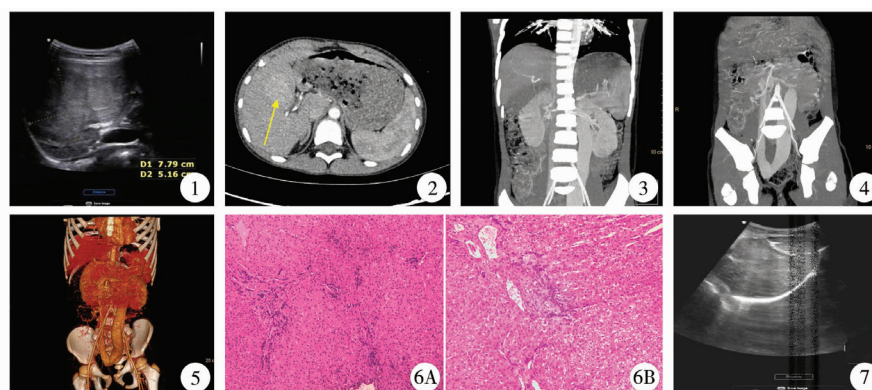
术前超声发现肝脏实性占位,似几个病灶融合 图 2 术前 CT 示肝右后叶结节,增强静脉期明显均匀强化 图 3 术前最大密度投影(maximal intensity projection, MIP)示异常纤细的门静脉(portal vein, PV)主干和增宽的脾静脉(splenic vein, SV),如箭头所示 图 4 术前 MIP 示肠系膜下静脉(inferior mesenteric vein, IMV)与右髂内静脉(right internal iliac vein, RIV)汇合,如箭头所示 图 5 容积显示法(volume rendering, VR)直观显示该血管畸形 图 6 该 Abernethy 患儿肝内异常结节组织的 HE 染色 A:镜下 10×10 倍图;B:镜下 10×20 倍图,可见胞浆红染圆形细胞弥漫分布,局部区域肝小叶结构消失,肝细胞肿胀变性 图 7 术后 1 年复查超声示肝内病变无明显变化
